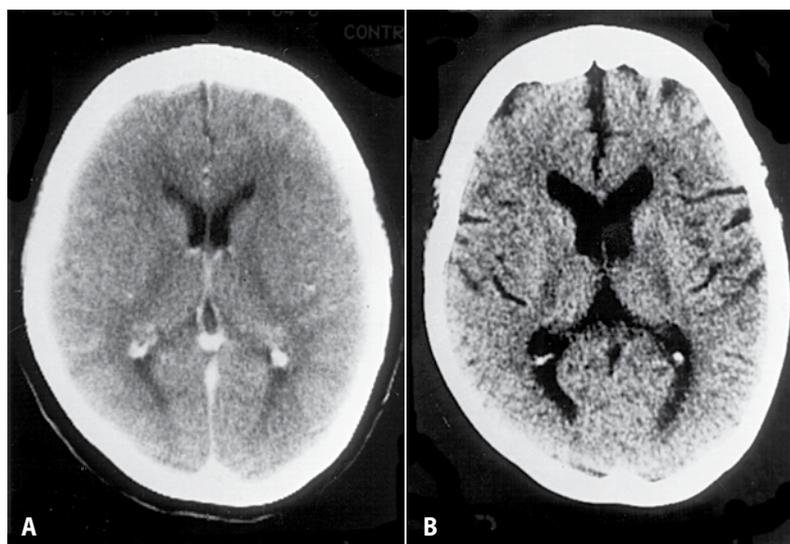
Atrofia cortical verificada em paciente com epilepsia mioclônica juvenil em uso de valproato. Tomografia normal em 1989 (A), quando da introdução de VPA, e em 1993 (B), em vigência de deterioração cognitiva.
